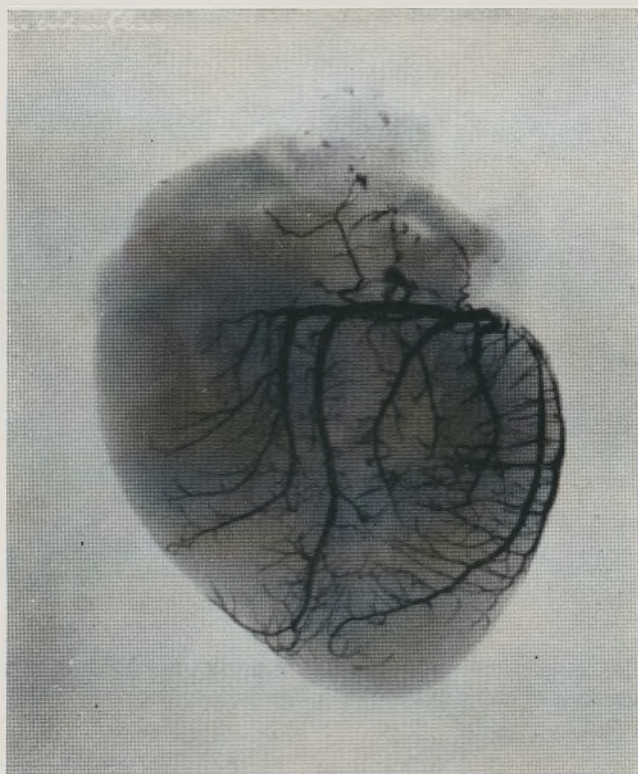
Repleção da artéria circunflexa do *Canis familiaris* e radiografia de perfil (Obs. 22).
